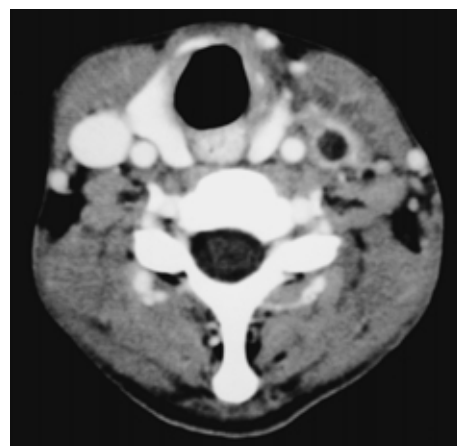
Contrast-enhanced CT scan of the neck demonstrating thrombosis of the left internal jugular vein.
